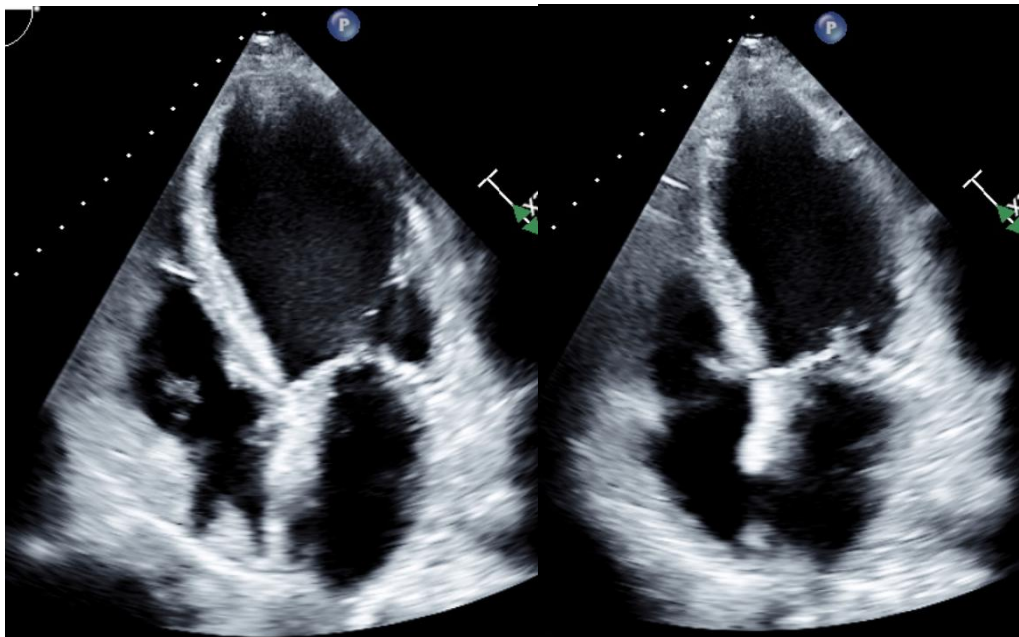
Ecocardiograma transtorácico en telediástole (izquierda) y telesístole (derecha): disfunción ventricular severa.
